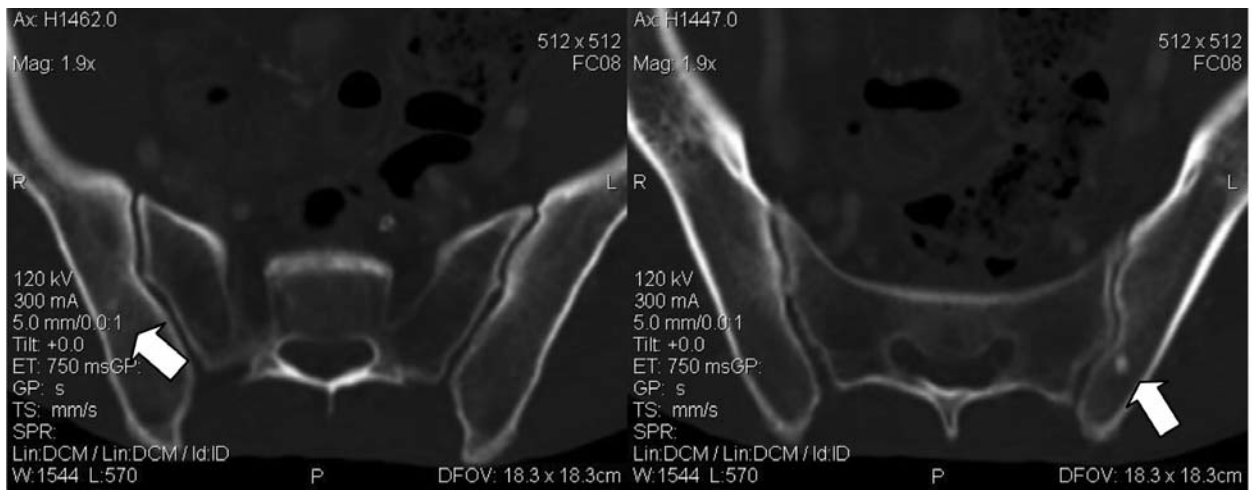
МСКТ-аксиальные срезы на уровне S_2 (а), S_3 (б) позвонков. Метастатическое поражение крыльев подвздошных костей (стрелки)
